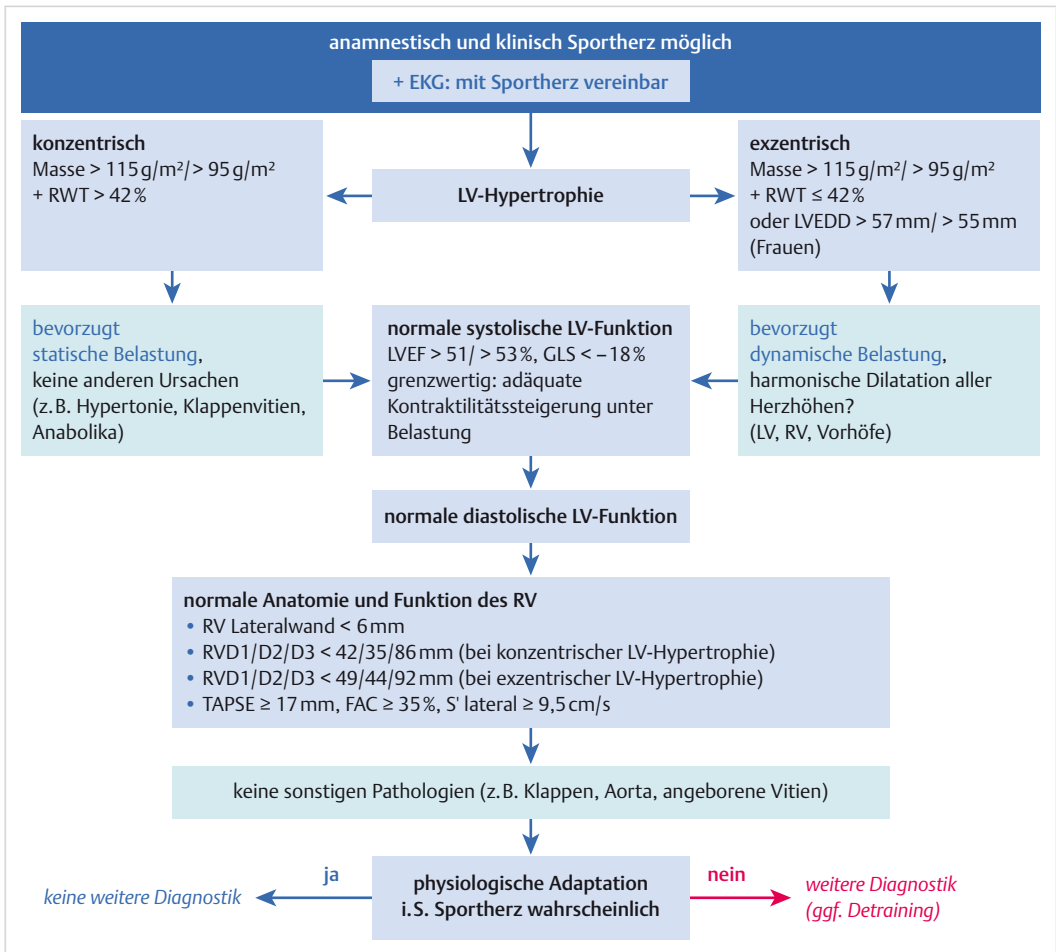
Bewertung der Echokardiografie.
